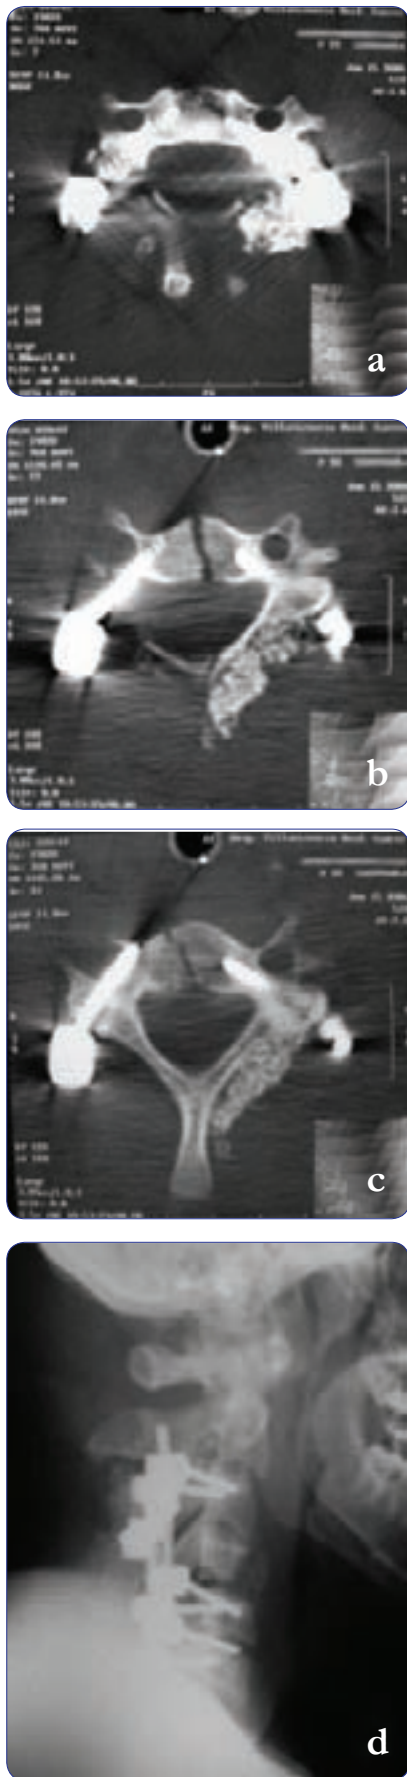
Imágenes de control del caso 2. a), b) y c) muestran imágenes de tomografía axial de C3, C5 y C6 respectivamente. Se aprecia la violación no crítica de la cortical externa del pedículo derecho de C6. d) Radiografía lateral final.
